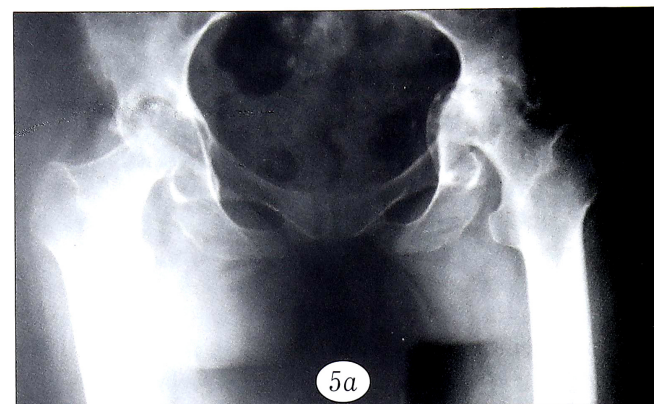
Рентгенограммы больной Ч. 60 лет до (а) и после (б) операции.
